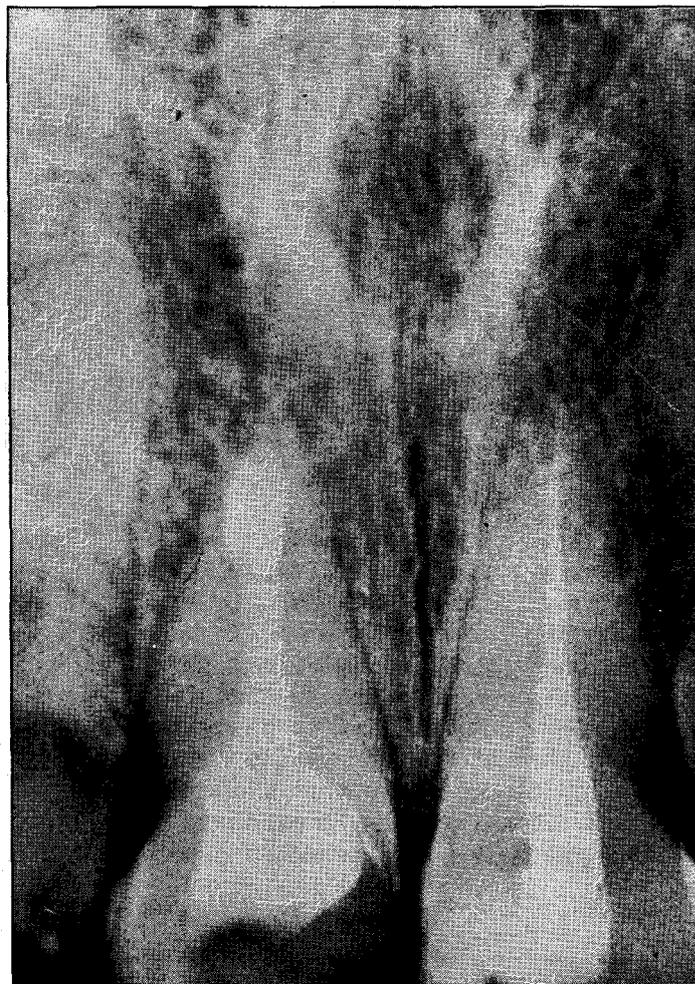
Radiografia após 15(quinze) meses da intervenção cirúrgica.
